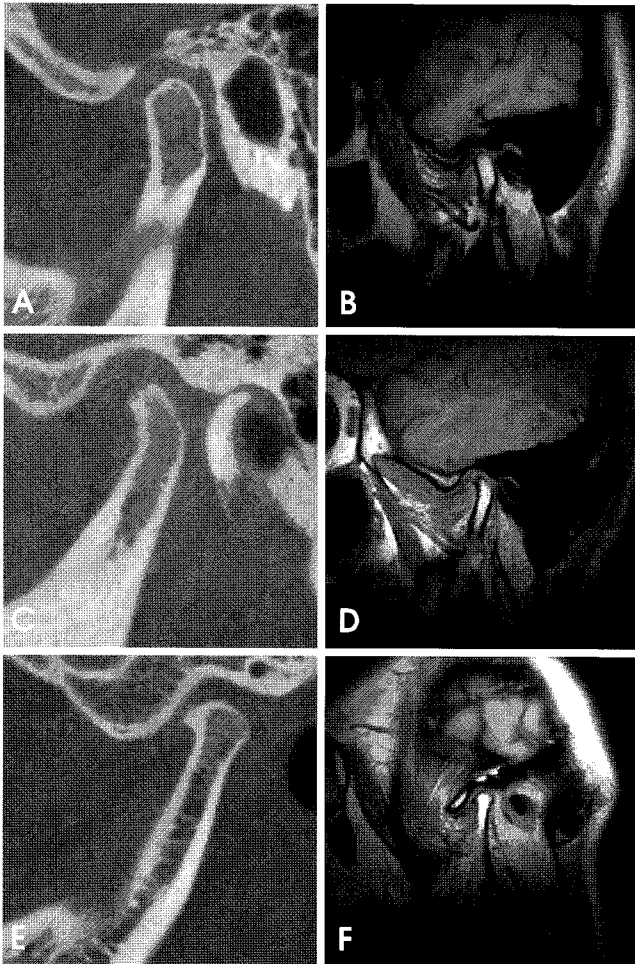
A, B. flattening of the articular surface of mandibular condyle. C, D. flattening, sclerosis, and erosion of the articular surface of mandibular condyle. E, F. osteophyte formation on mandibular condyle. A, C, E: CBCT image; B, D, F: MR image.
